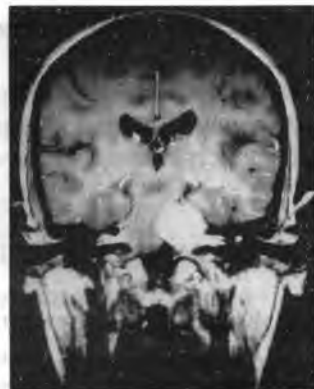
T₁-взвешенное МРТ изображение: кистозная краниофарингиома, осложнившаяся развитием несообщающейся гидроцефалии
